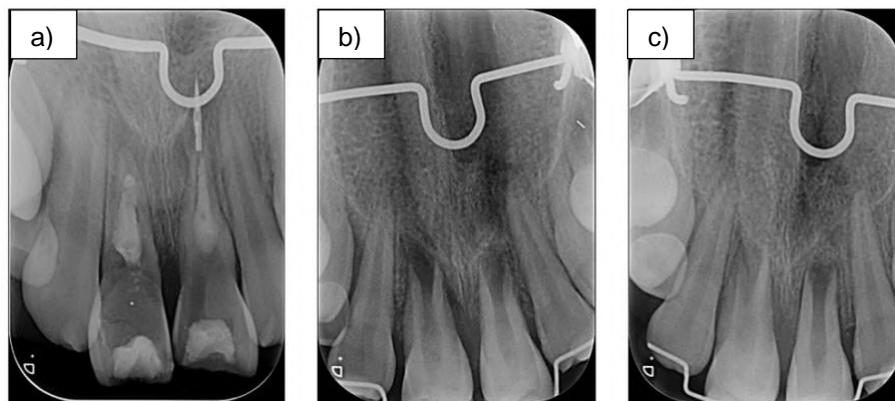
Control radiográfico mensual de Autotrasplantes. a) Radiografía periapical inicial. b) Radiografía periapical a 1 mes de los autotrasplantes. c) Radiografía periapical a 2 meses de los autotrasplantes.
